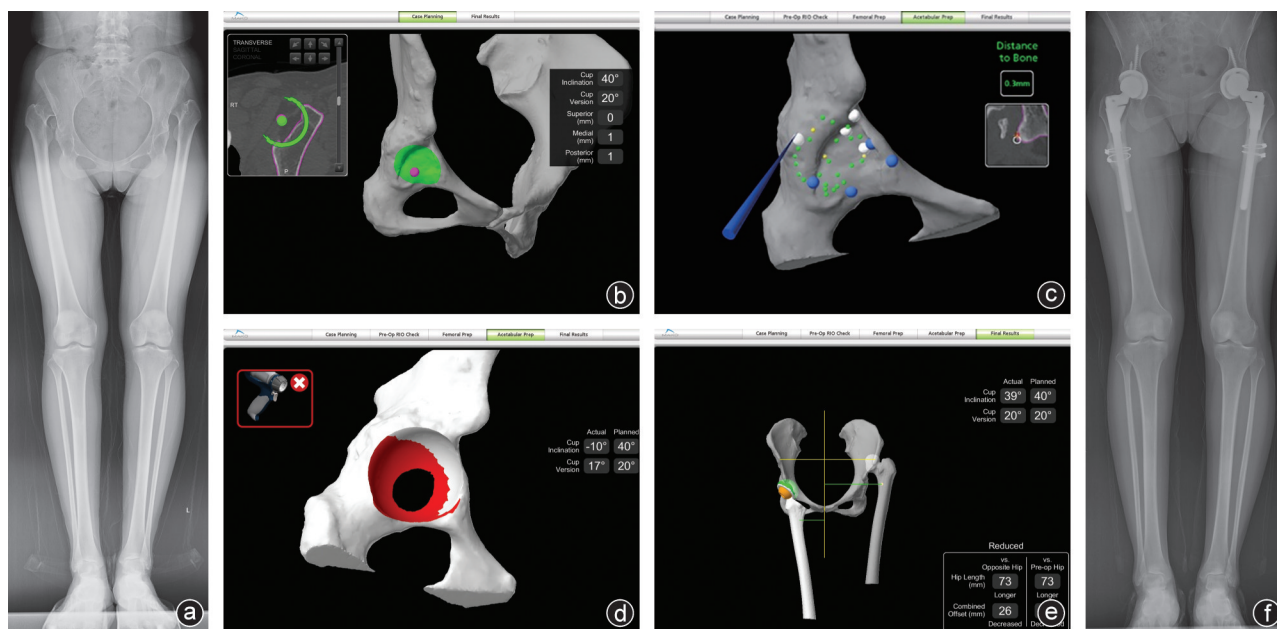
病人,女,双侧Crowe IV型DDH a:术前下肢全长X线片示双髋高脱位;b:三维规划将髋臼假体安放进发育不良的真臼中;c:术中注册点分布均匀,利用后壁骨骼进行注册;d:髋臼磨削成直径为46 mm的半球;e:髋关节复位后示下肢延长73 mm;f:术后8个月X线片可见双下肢等长
